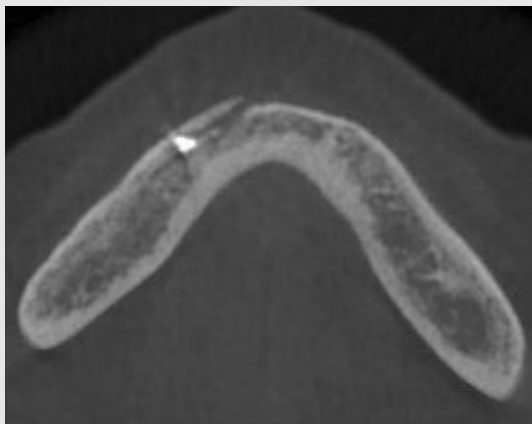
Infrabony sinus tract was observed in CT image
